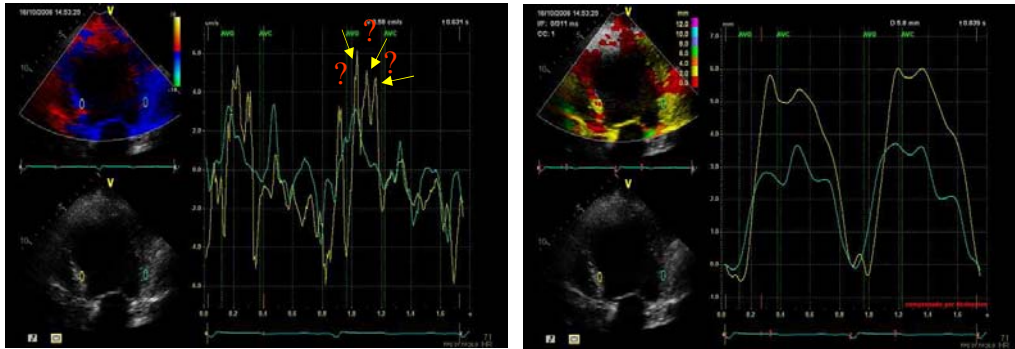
Análisis Doppler Tisular. A la izquierda se muestran dos trazados de velocidad miocárdica segmentaria con varios picos sistólicos. A la derecha, el mismo paciente evaluando desplazamiento derivado del Doppler Tisular. Como se puede observar en la figura de la izquierda, el elevado número de picos en la velocidad sistólica no permite determinar el pico de referencia para evaluar el retraso en la contracción sistólica entre ambas paredes del ventrículo izquierdo. En la figura de la derecha, por el contrario, se trata de información de desplazamiento derivado de la velocidad Doppler, resultando unas curvas más suavizadas, con interpretación más fácil de la asincronía mecánica.
